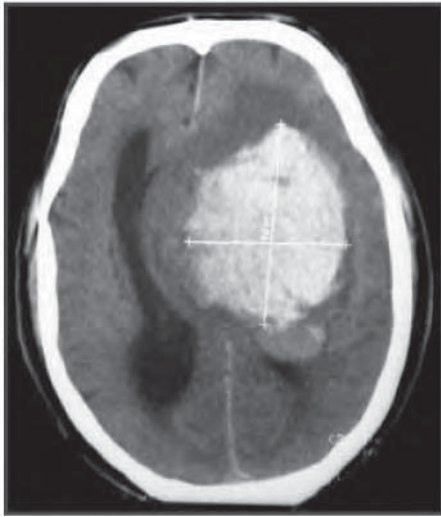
/12.- TAC de cráneo. Hematoma cerebral con edema perilesional. Se constata desplazamiento de la línea media, hernia del gyrus, colapso de los ventrículos ipsilaterales y dilatación de los ventrículos contralaterales.
